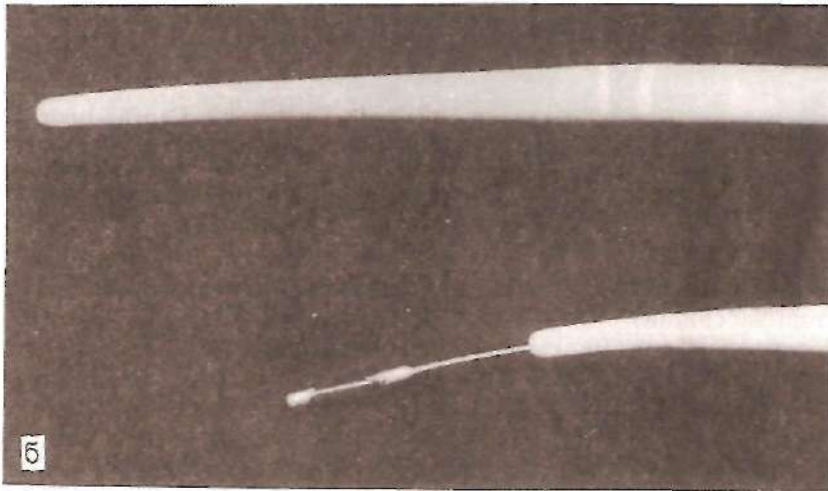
Сочетанное рентгено-эндоскопическое исследование при короткой ожоговой стриктуре шейного отдела пищевода, эндоскоп введен ретроградно через гастростому. а — прямая проекция; б • — боковая проекция.
